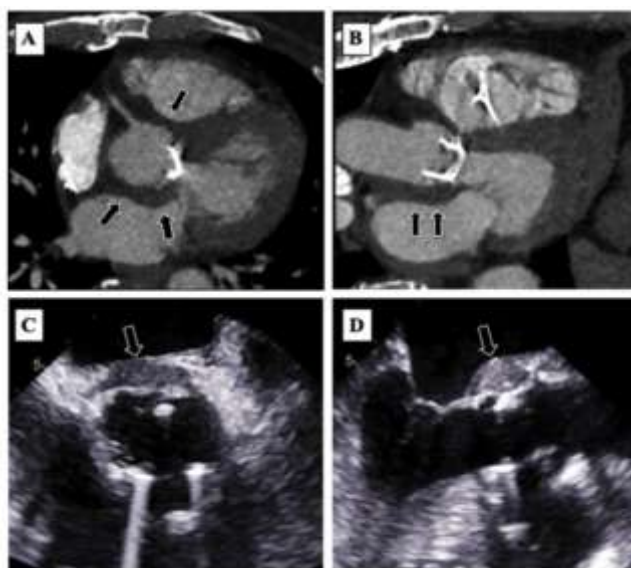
La TDM cardiaque en coupes axiale (A) et grand axe (B) montre un épaississement circonférentiel entourant la bioprothèse . L'ETO met également en évidence un épaississement périprothétique, mais limité au versant postérieur (C, D) (88)
